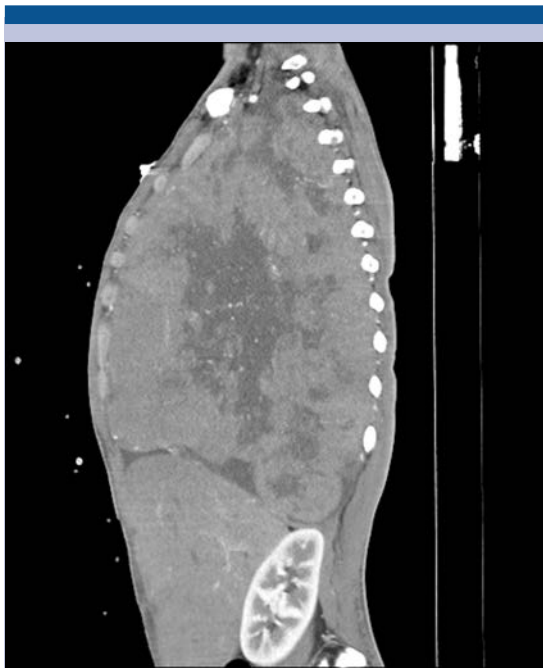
Reconstrucción de tomografía contrastada en proyección sagital: tumor con densidades heterogéneas con dimensión longitudinal de 29 cm y anteroposterior de 16.78 cm.
